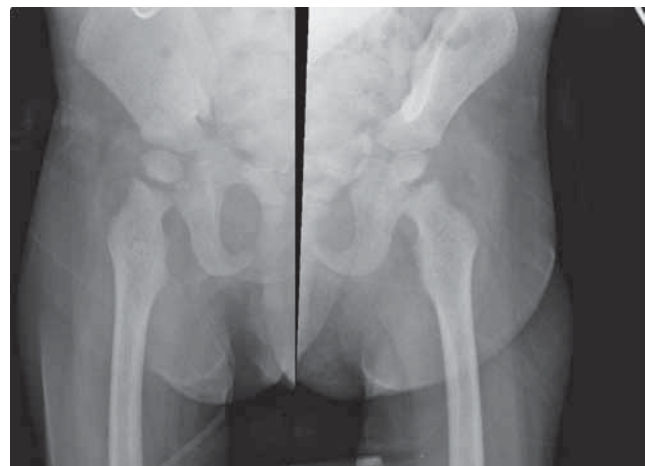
Radiografía comparativa de ambas caderas donde se observa irregularidad en la cortical externa de ambos cuellos femorales.
